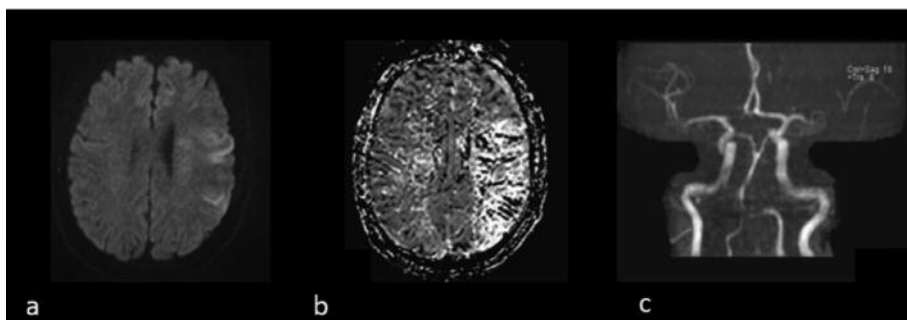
Paziente con ischemia cerebrale emisferica sinistra. NIHSS 10. (a) DWI mostra lesione ischemica acuta in regione fronto-parietale sinistra. (b) PWI evidenzia una più ampia regione di ipoperfusione, indicativa di penombra ischemica. (c) Le sequenze TOF mostrano occlusione di ACM sinistra prossimale.
